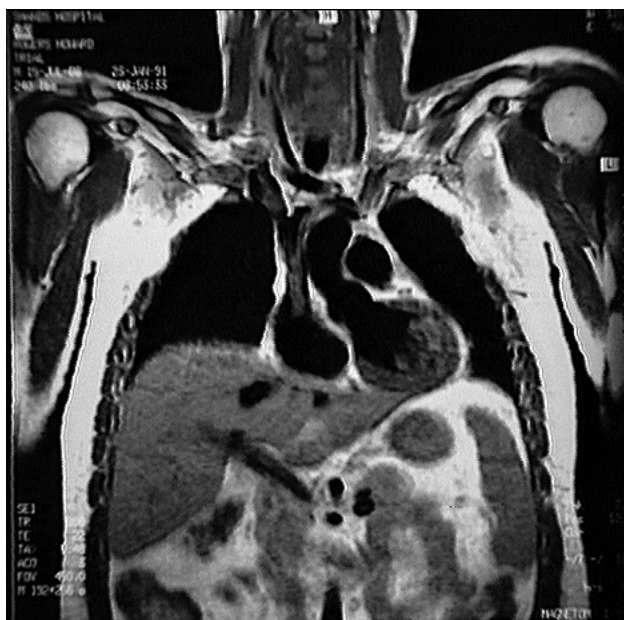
Resonancia magnética de tórax
